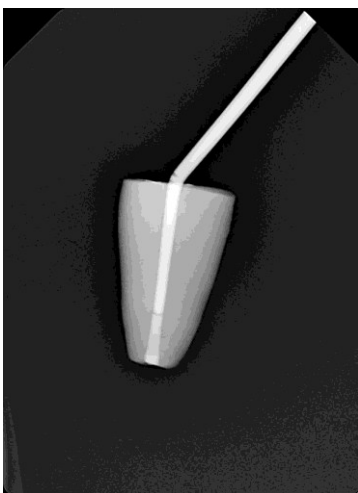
Radiografia com o cone principal do espécimen n°22 em posição anatómica
